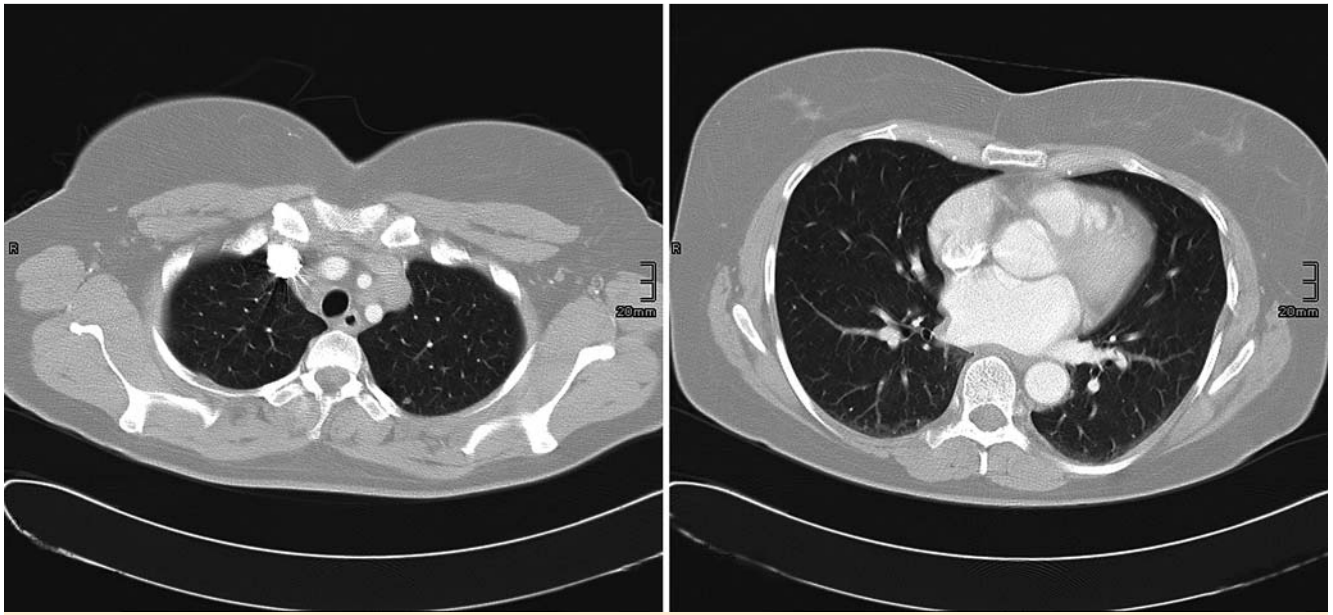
CT Thorax mit kleinem Rundherd im rechten Mittellappen.
